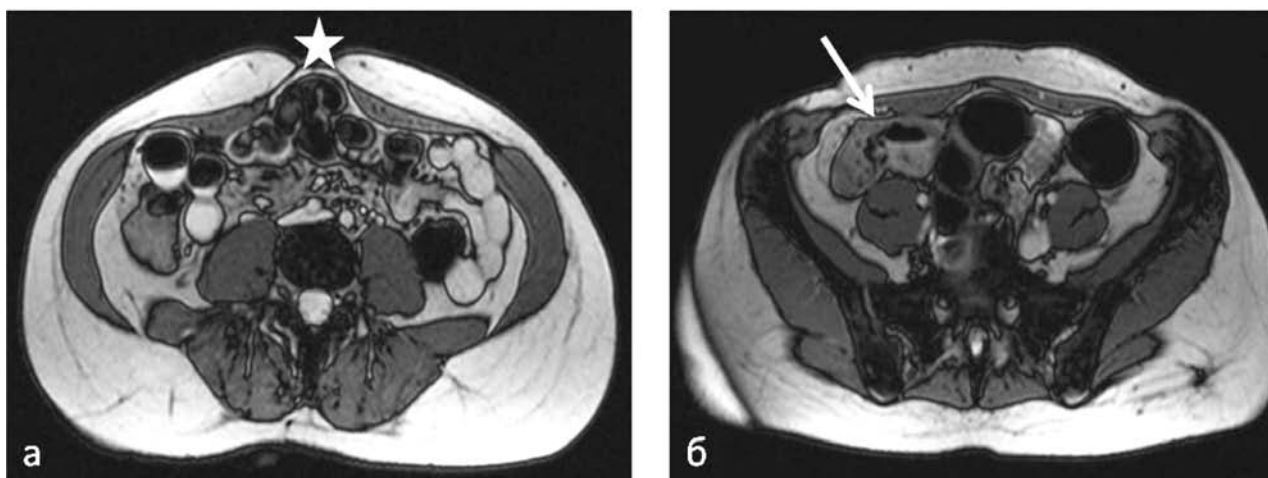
Функциональная МРТ у пациента после открытой пластики передней брюшной стенки:
